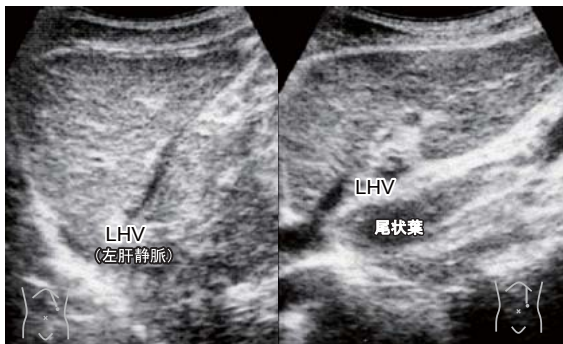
肝硬変(B型)。左葉腫大、辺縁の鈍化、粗な実質エコー(メッシュパターン様)、実質内低エコー巣(再生結節)、左肝静脈(LHV)の不整狭小化。
